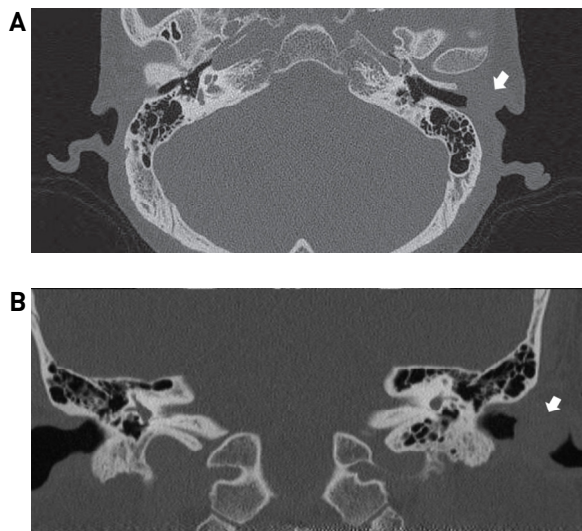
Non-contrast-enhanced computerized tomography images. The mass (white arrow) shows ovoid homogenous lesion obstructing external auditory canal mass without bony invasion. (A) axial view, (B) coronal view.
